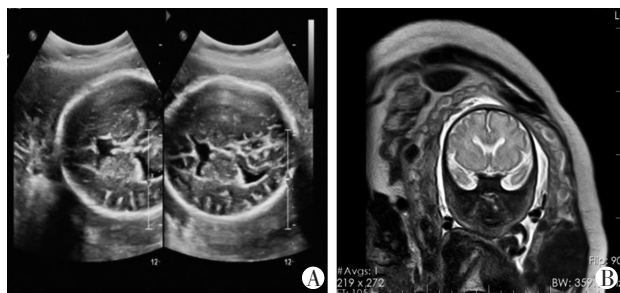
A:超声图像中,透明隔未显示,侧脑室前角融合;B: MRI图像中,透明隔未显示,侧脑室前角融合,胼胝体可见。
